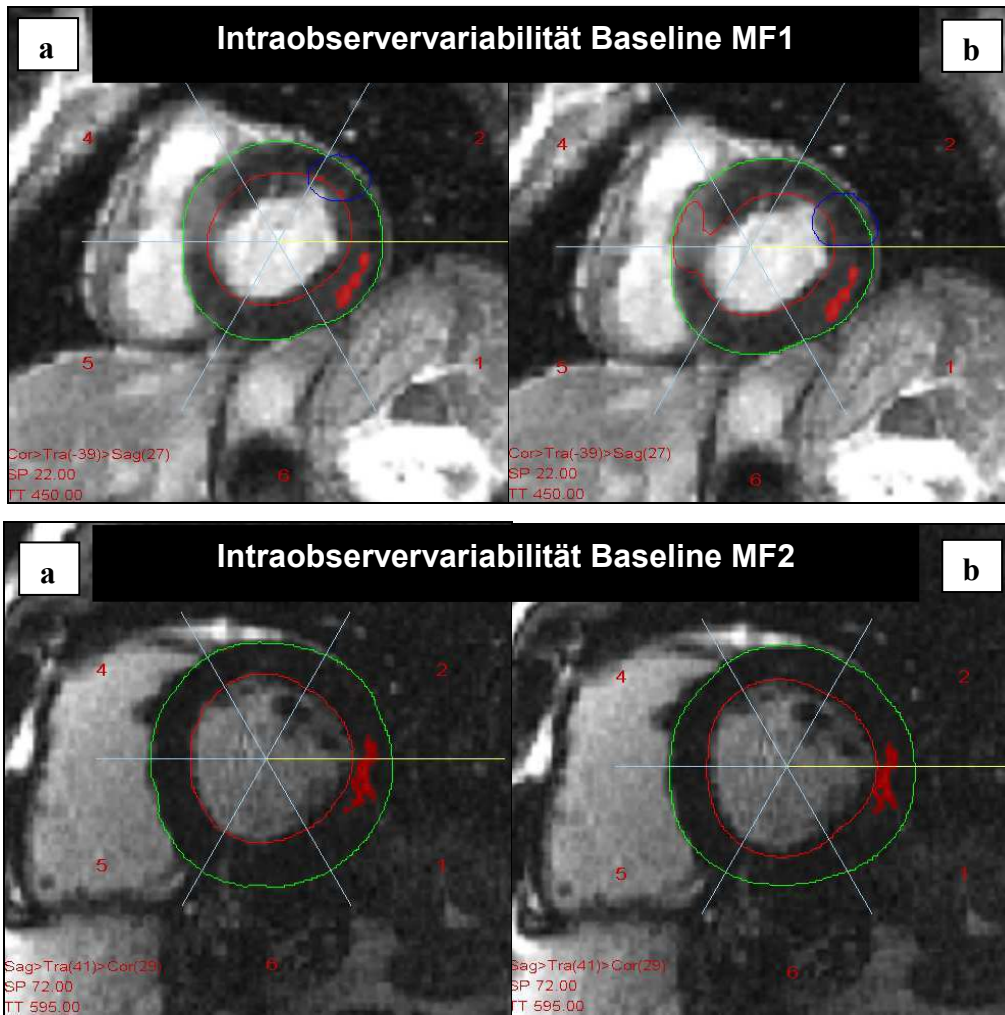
Kurzachsen- LE- MRT- Bilder der Patienten MF1 und MF2. Baseline-Untersuchung. Intraobservervariabilität. a) Erstauswertung. b) Zweitauswertung.
